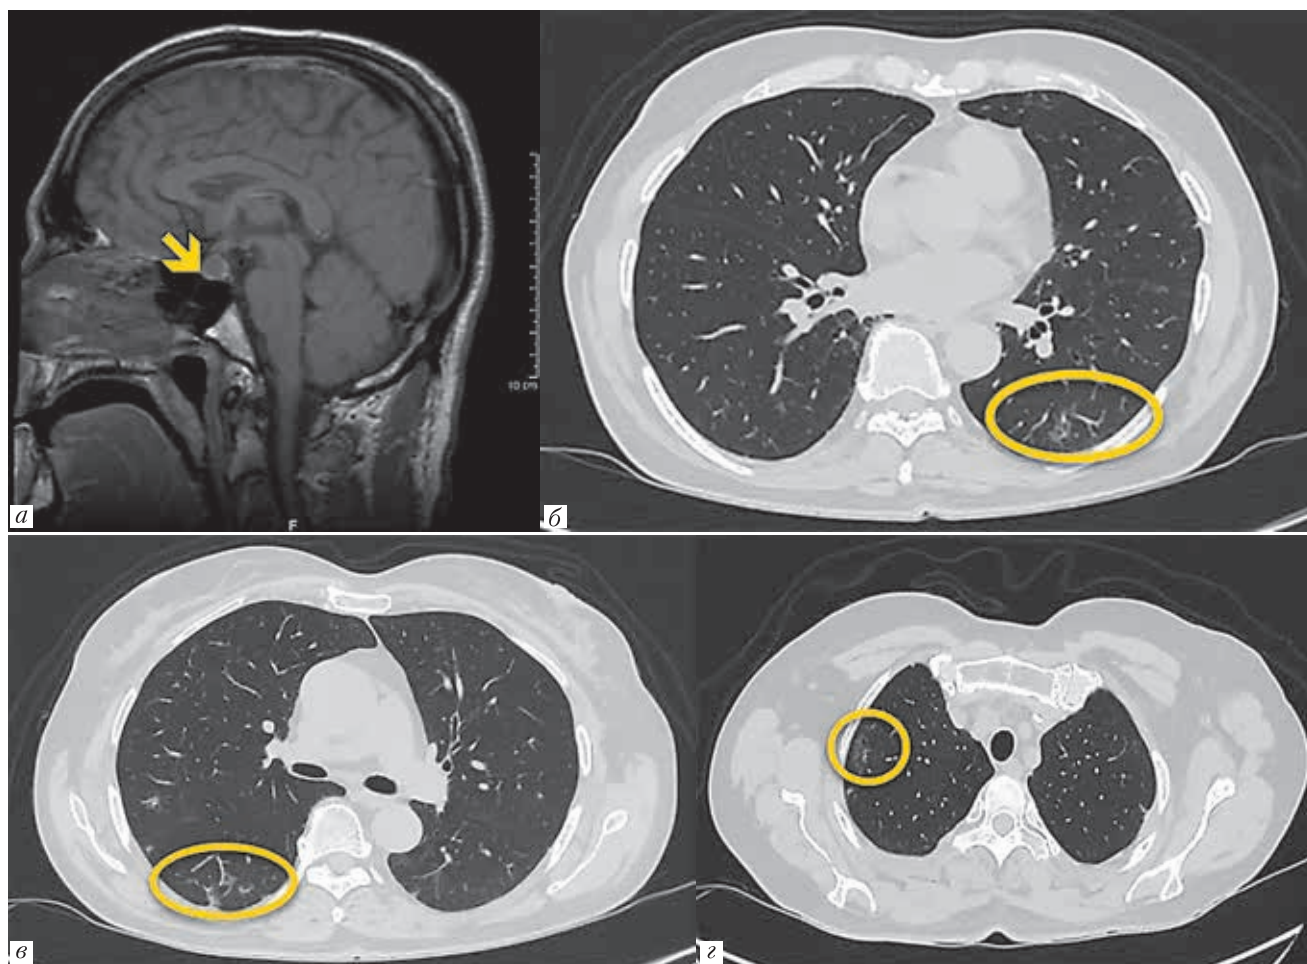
Увеличенный в объеме гипофиз (желтая стрелка) как проявление гипофизита по данным МРТ головного мозга (а); б, в, г — интерстициальные изменения легочной паренхимы как проявление пульмонита по данным КТ органов грудной клетки
